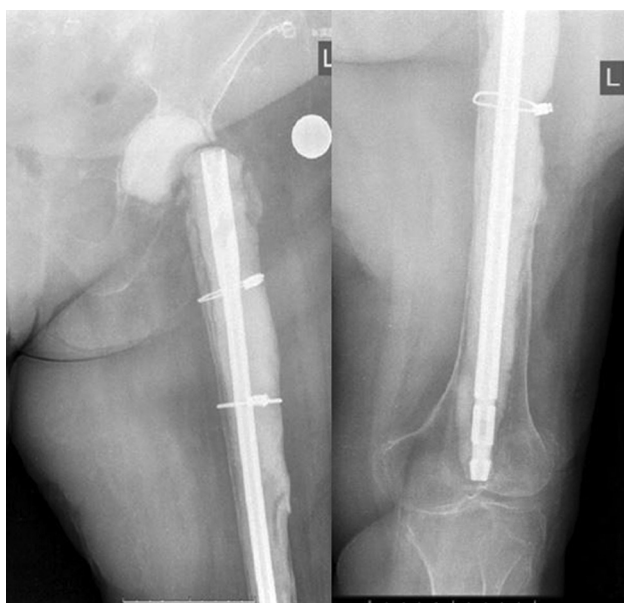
Рентгенограммы левой бедренной кости в прямой и боковой проекции с установленным спейсером
